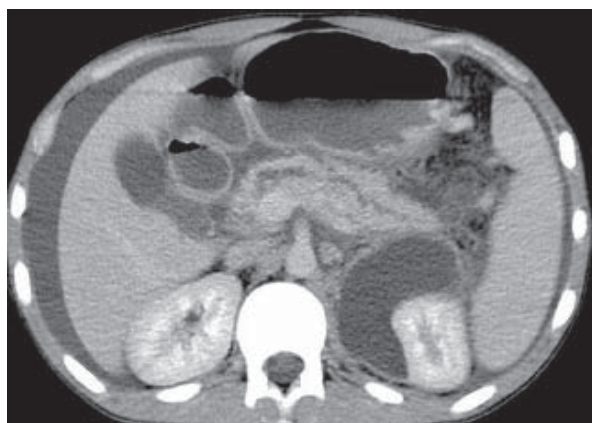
Pancreatită cronică. Colecție subapsulară renală. Secțiuni CT.
